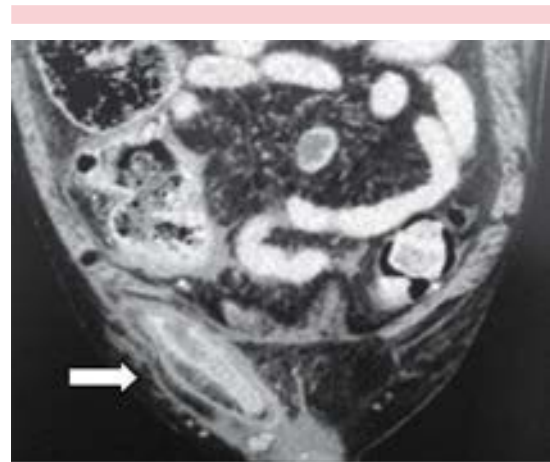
Visión frontal de la tomografía computada abdominal preoperatoria del paciente masculino con hernia de Amyand. El apéndice está inflamado en el canal inguinal derecho (flecha blanca).
